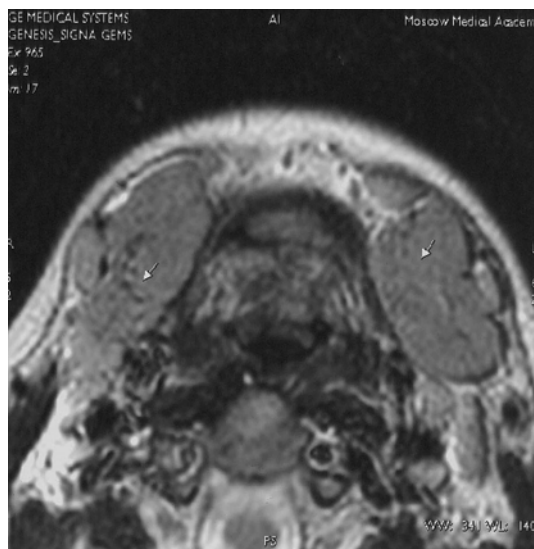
МР-томограмма поднижнечелюстных слюнных желез в поздней стадии паренхиматозного сиалоаденита в режиме T2.
